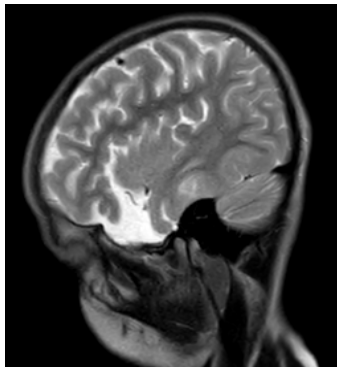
Şekil h: Postop 2. ay BT görüntüsü operasyon tarafında subdural efüzyon ve kist boyutunda küçülme.
